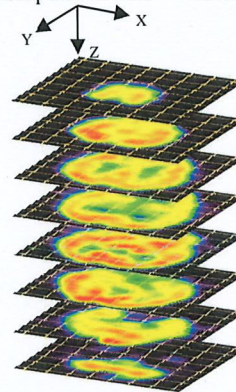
Example of ^{99m}Tc -ECD SPECT image in axial plane from top to bottom slide.
